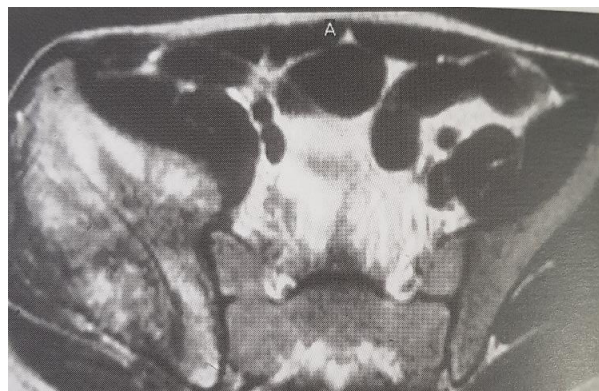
RM axial da bacia em T2* num sarcoma de Ewing [28].
